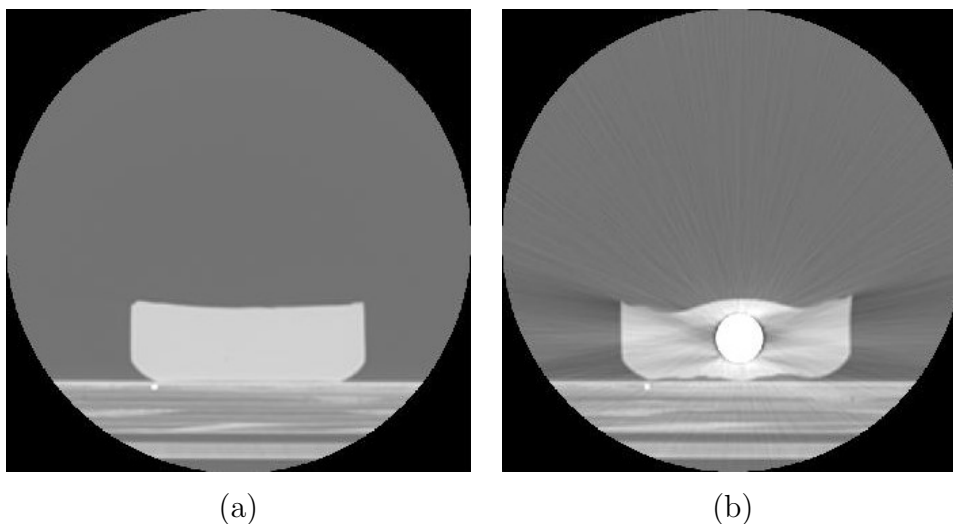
Fantasmas construídos: (a) imagem de CT do fantoma homogêneo 1 constituído apenas por parafina; (b) imagem de CT do fantoma heterogêneo 1 constituído de parafina e por uma parafuso de metal.
